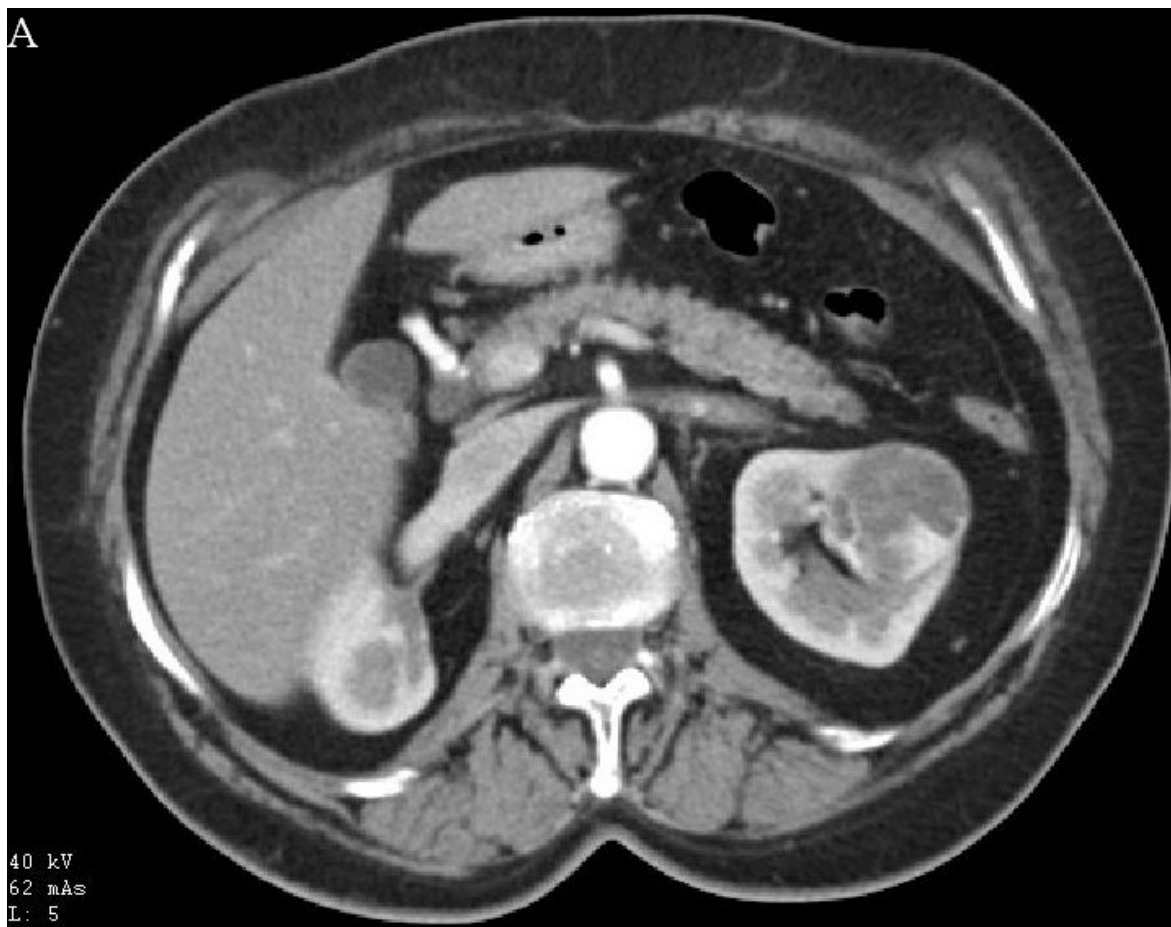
CT zobrazení objemné cystické léze kategorie Bosniak II v axiálním (A, B) a koronárním řezu (C, D).
